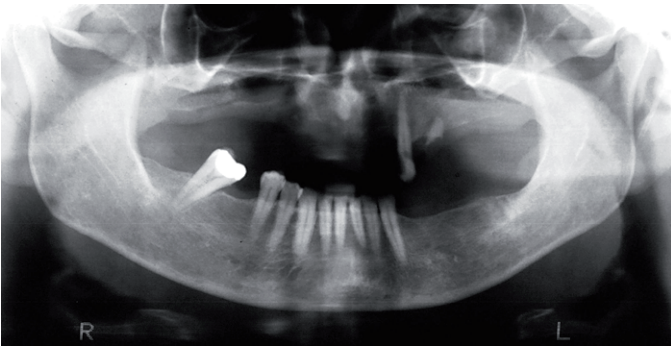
Radiografia panorâmica mostrando, na região do dente 38, aspectos de normalidade
